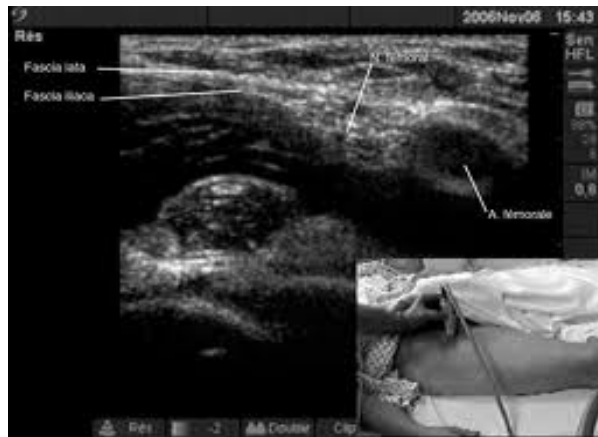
Repères échographiques du BIF.
